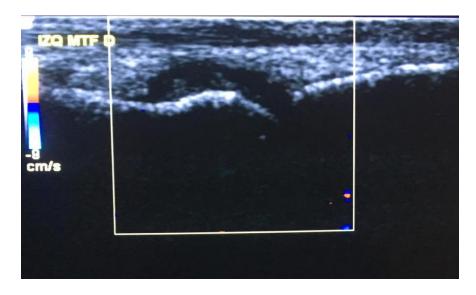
Sinovitis grado III sin doppler observada en primer metatarsofalange izquierda.
